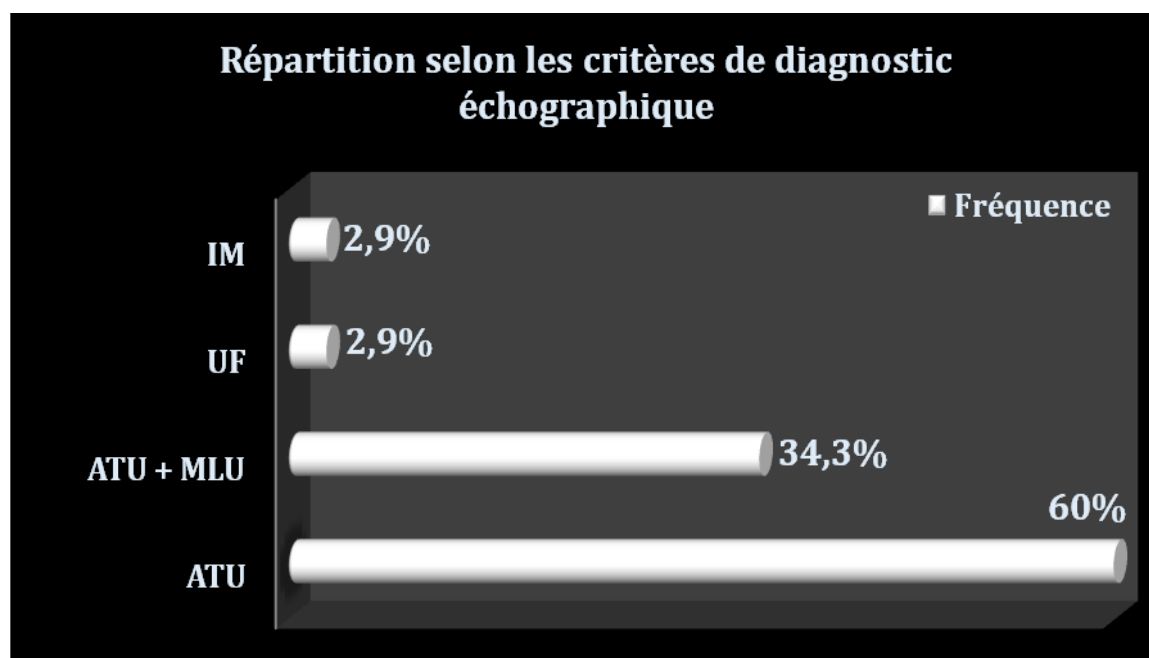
Répartition de la population d'étude en fonction du diagnostic échographique.
